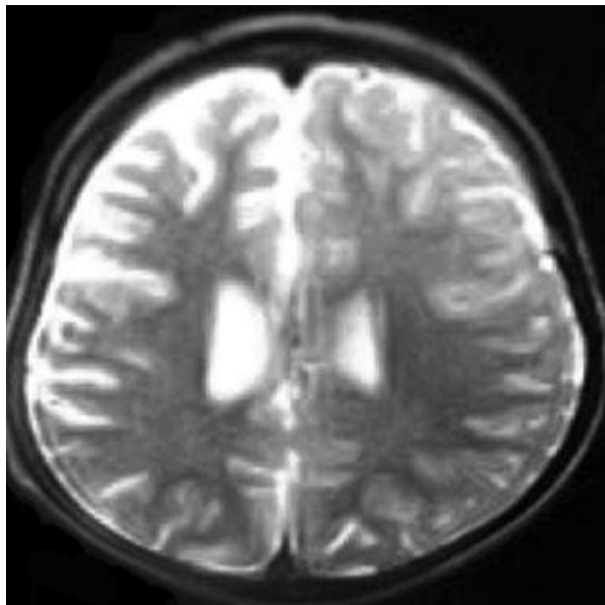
Imagen T2 axial de resonancia magnética que muestra atrofia del hemisferio cerebral derecho con dilatación del ventrículo ipsilateral.
